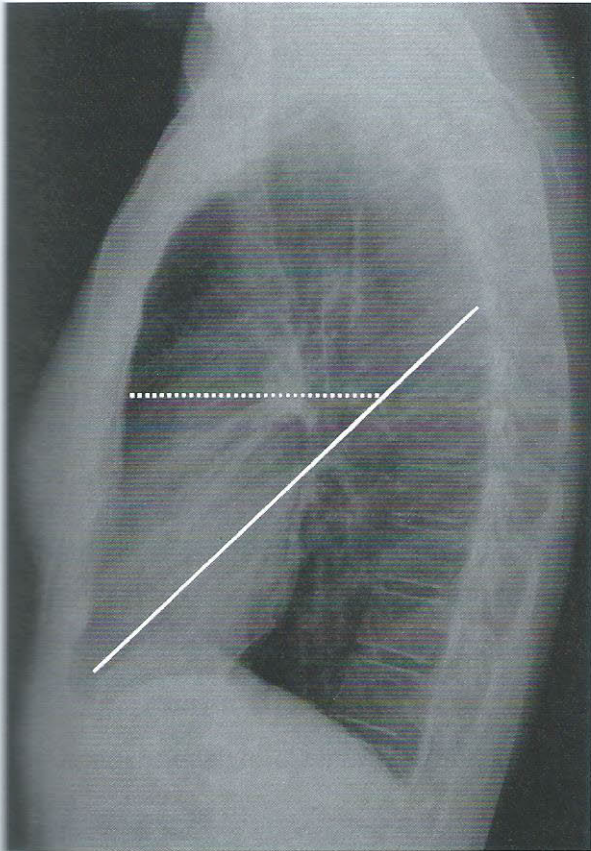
Orientation des scissures sur la radiographie de profil : scissures obliques (grandes scissures) en trait plein, scissure horizontale (petite scissure) en trait pointillé
